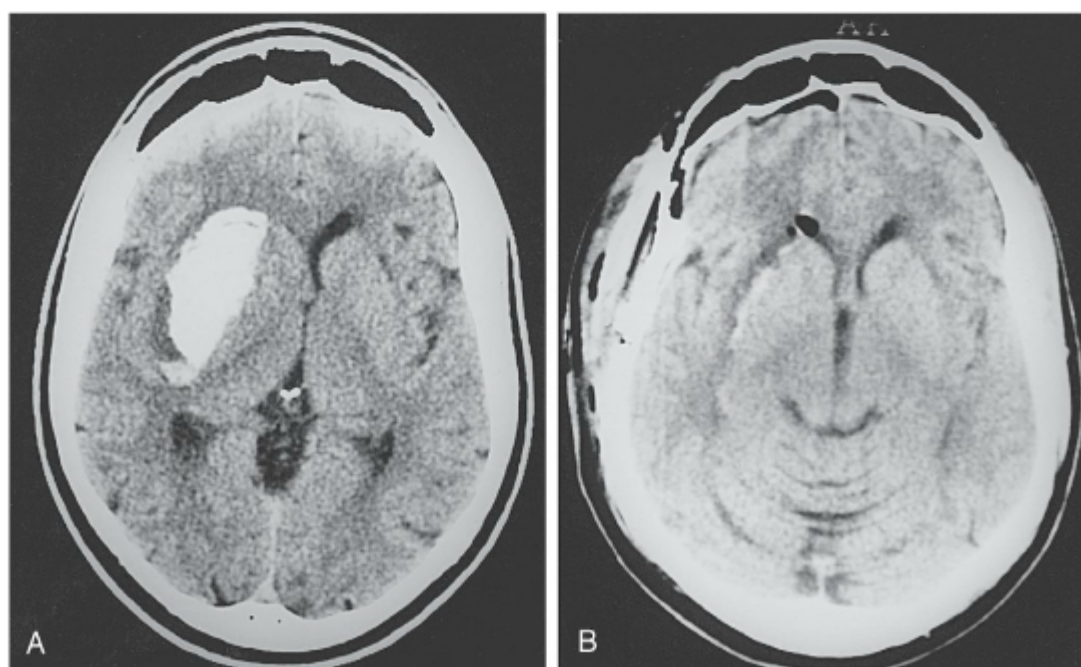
Tomografia não contrastada do crânio. A, Hematoma intracerebral hipertensivo espontâneo no hemisfério não dominante. B, TC do pós-operatório imediato, revelando uma eliminação quase total do hematoma intracerebral.
